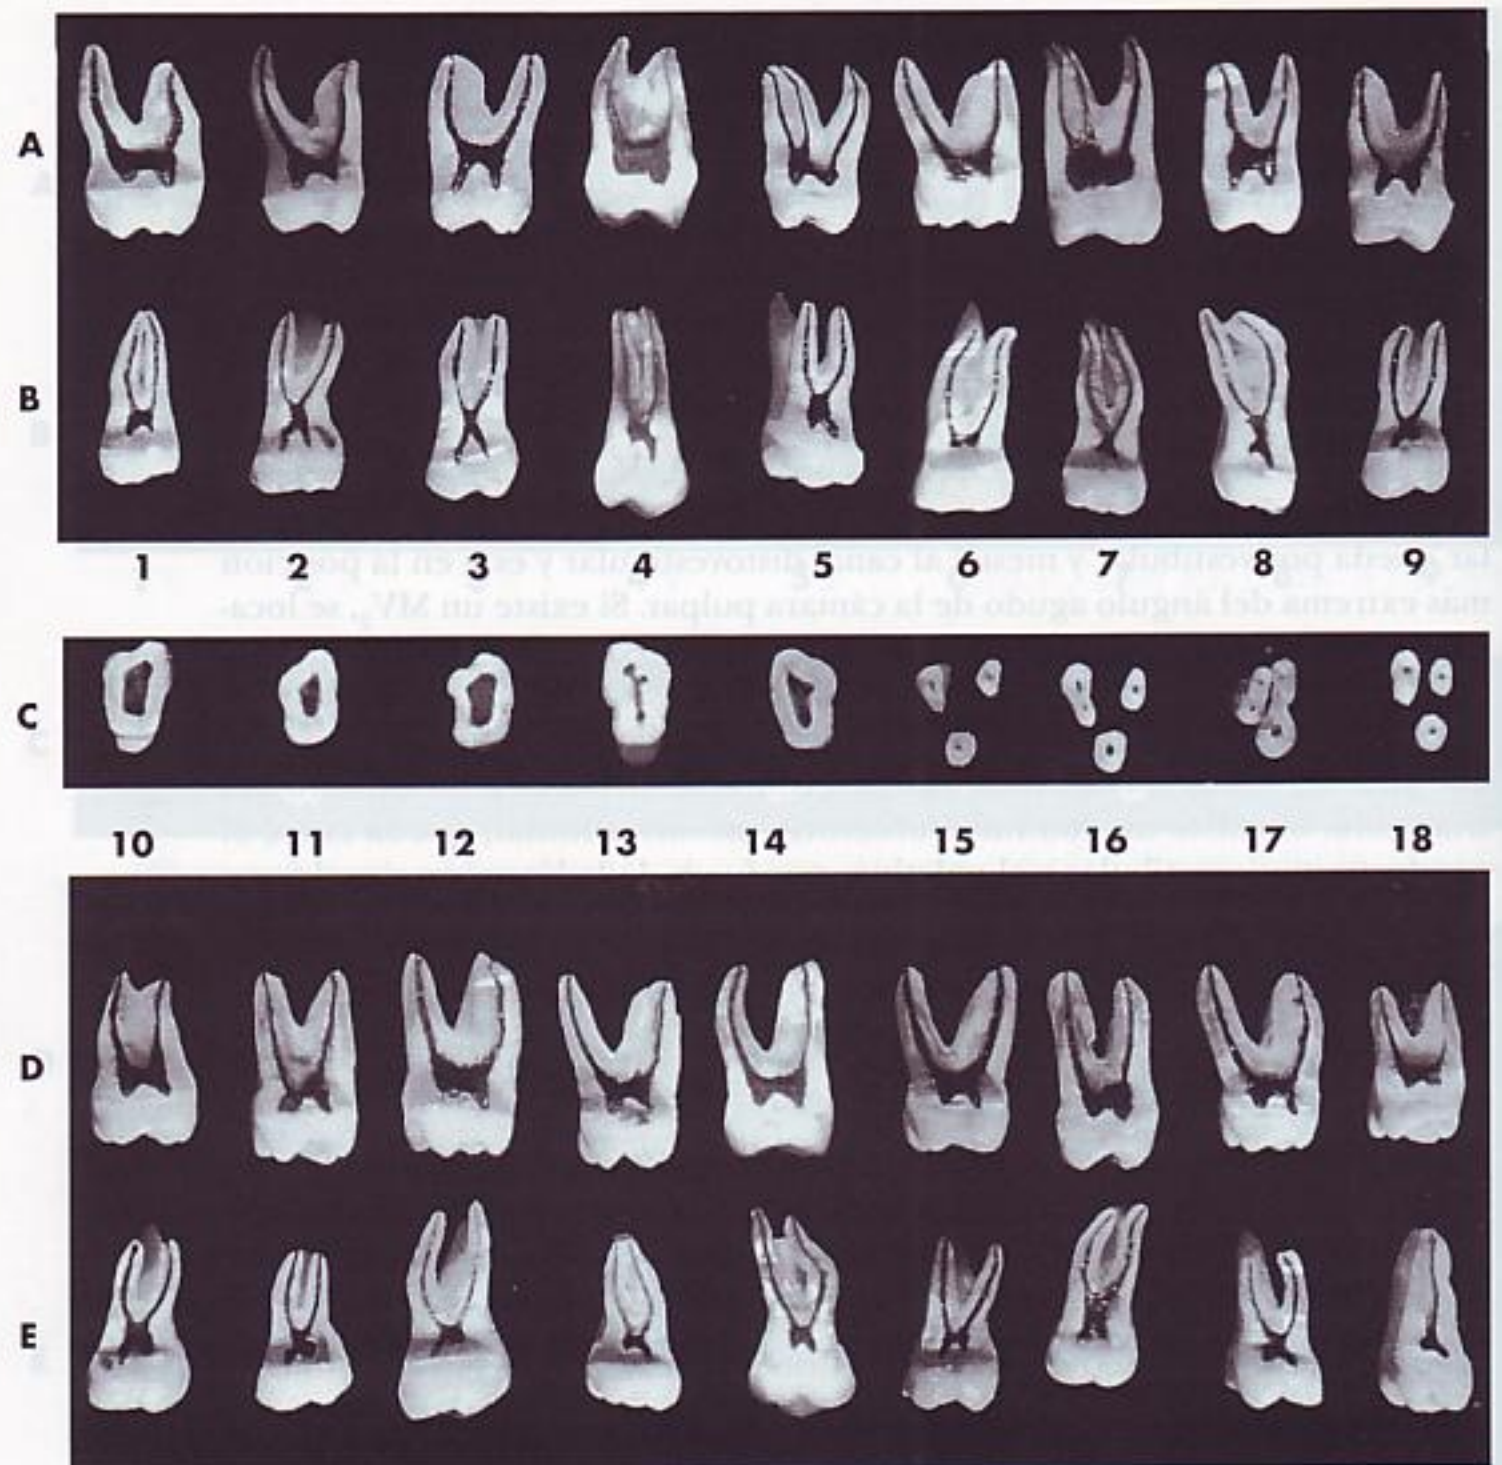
Segundo molar maxilar. A, sección vestibulolingual mostrando la superficie mesial y distal de la cavidad pulpar. Esta proyección no puede verse en las radiografías dentales. B, sección mesiodistal mostrando la superficie vestibular y lingual de la cavidad pulpar. C, cinco secciones transversales en la línea cervical, y cuatro secciones en la parte media de la raíz. D, sección vestibulolingual mostrando la superficie mesial y distal de la cavidad pulpar. E, sección mesiodistal mostrando la superficie vestibular y lingual de la cavidad pulpar.
